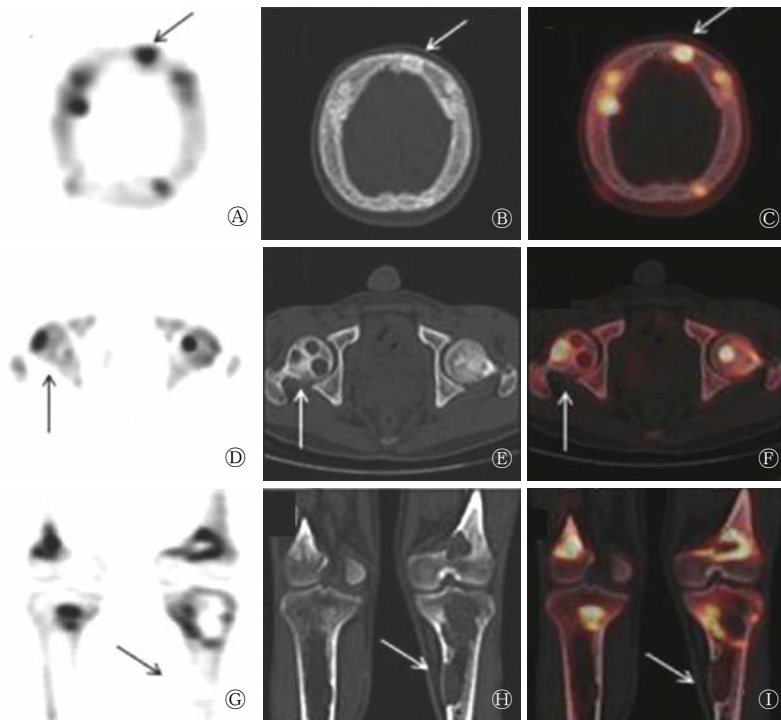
原发性甲状旁腺功能亢进性骨病患者(男性, 18岁, 与图4为同一患者)的 ^{18}F -NaF PET/CT骨显像断层融合显像图 图中, 颅骨及双侧股骨多发结节状密度增高影伴显像剂浓聚(A~F, 箭头所示为典型病灶); 颅骨内外板增宽, 骨质密度减低(B、C, 箭头所示为典型病灶); 双侧股骨头、双侧股骨下段及胫骨上端多发大小不一囊状、不规则骨质破坏区, 边界较清, 部分边缘硬化, 其内可见软组织密度影, 伴显像剂浓聚、稀疏或二者并存(D~I, 箭头所示为典型病灶)。PET/CT: 正电子发射断层显像计算机体层摄影术。
